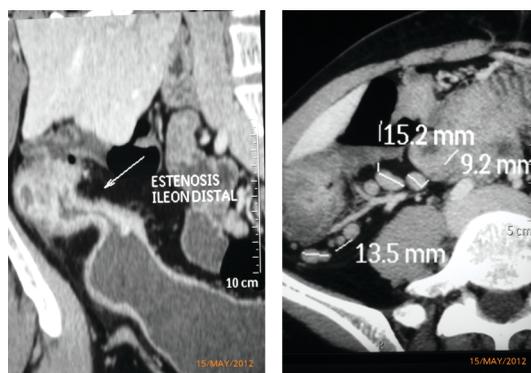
Enterotomografía en paciente con enfermedad de Crohn, donde se observa disminución de la luz del íleon distal, con engrosamiento de la pared y dilatación proximal compatible con obstrucción.
